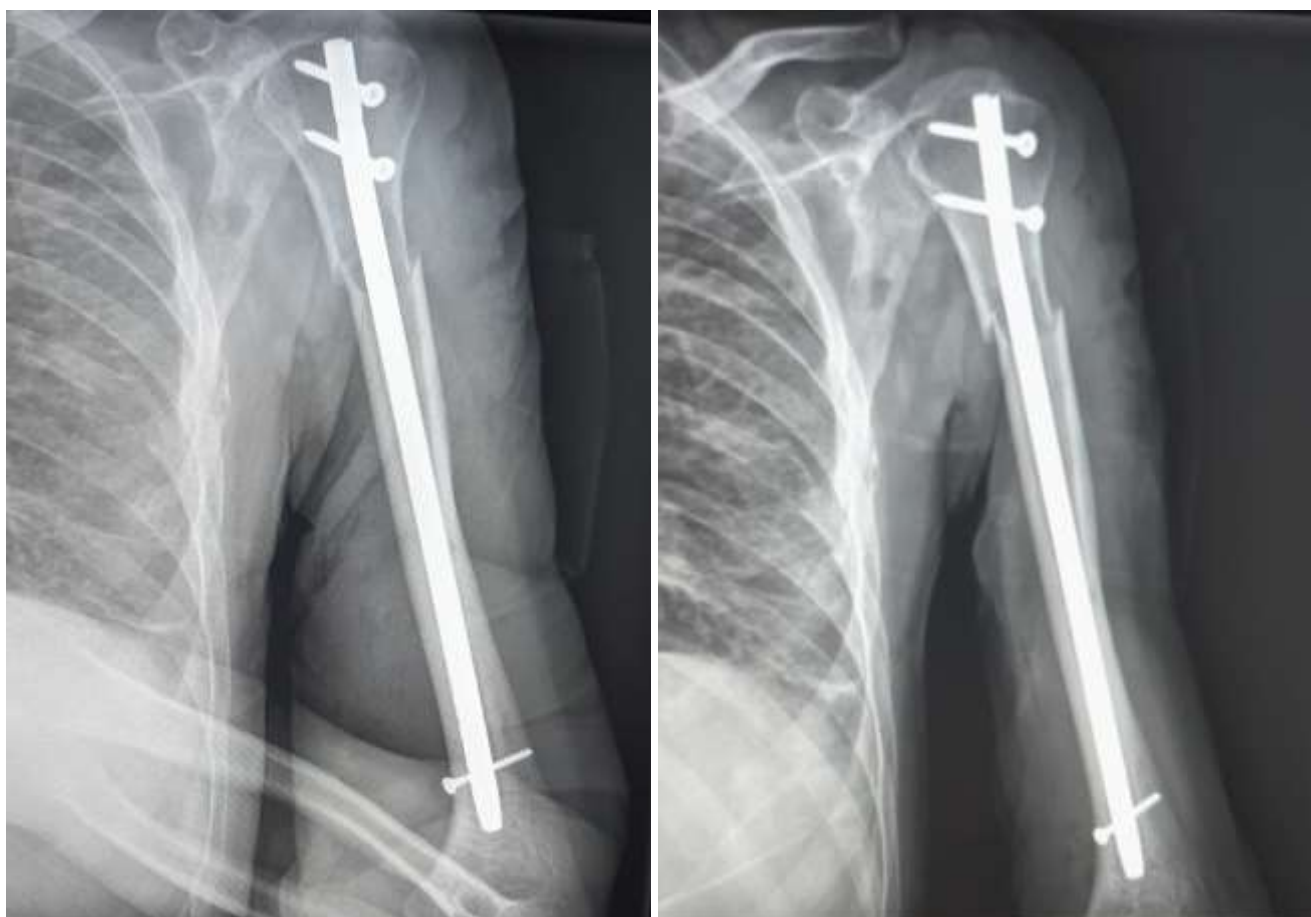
Radiographies post-opératoire
